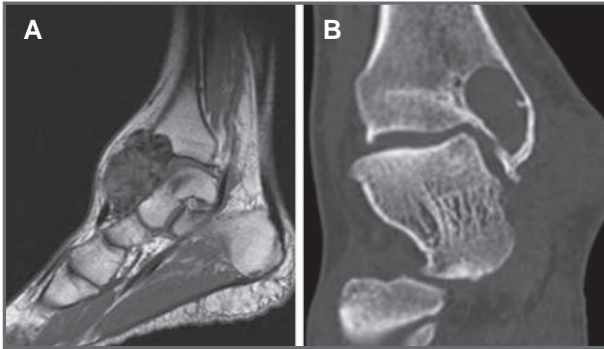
RM (A) y TC (B) de la lesión.
